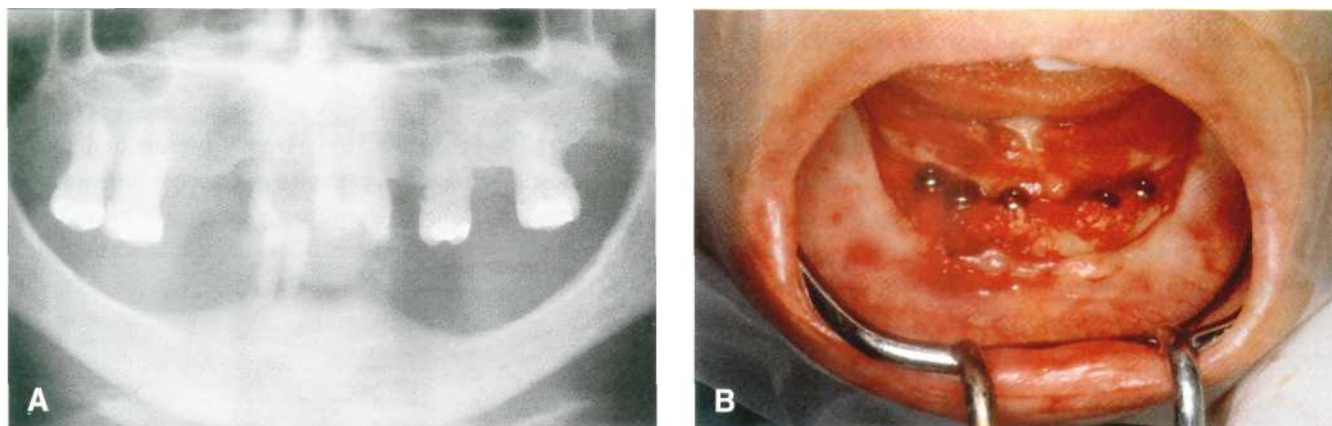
Implantes en el paciente irradiado. (A) Radiografía preoperatoria. (B) Visión intraoperatoria de la colocación de 5 implantes.
